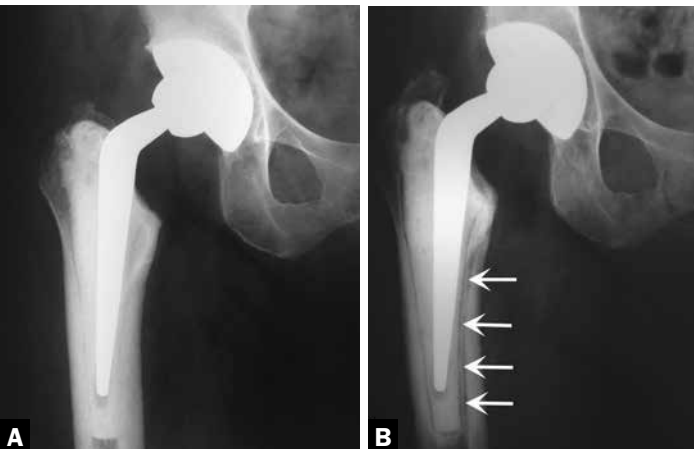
Radiografias seriadas de artroplastia total híbrida do quadril, com um mês (A) e com seis anos (B) de pós-operatório, com haste femoral subdimensionada e introduzida em varo; observe o aparecimento de linha radioluzente completa na interface osso-cimento e a presença de linha radiodensa (setas) interposta nesta interface, confirmando o diagnóstico de soltura.
